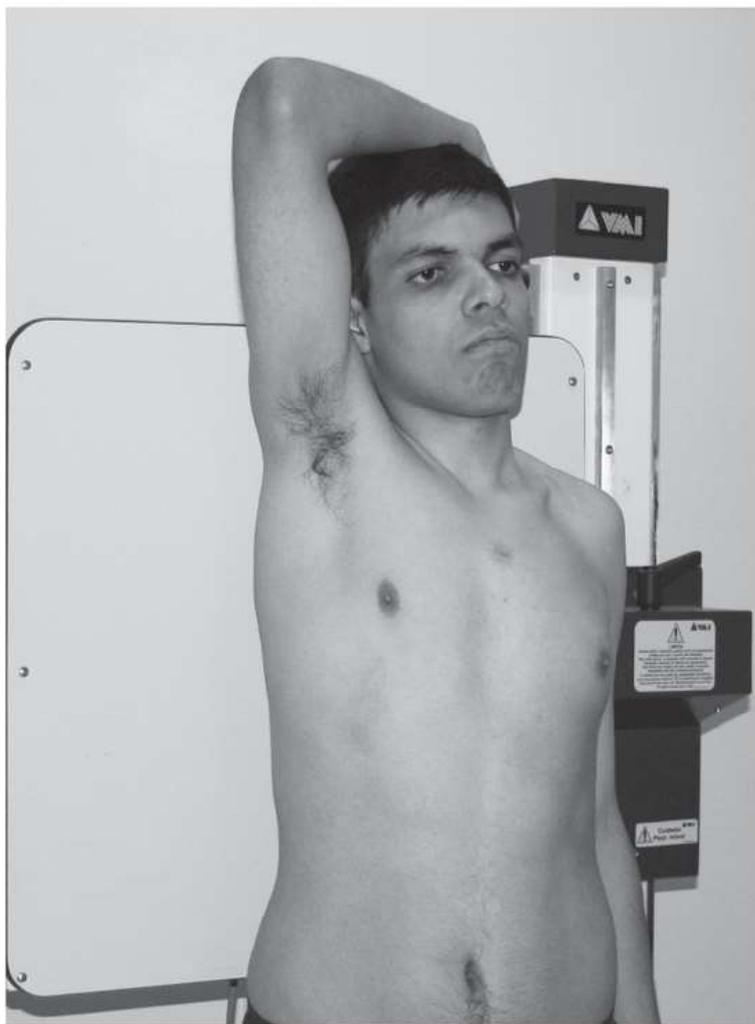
Ortostase com o membro superior do lado radiografado abduzido e apoiado na cabeça. Estruturas mostradas: arcos costais e pulmão.
